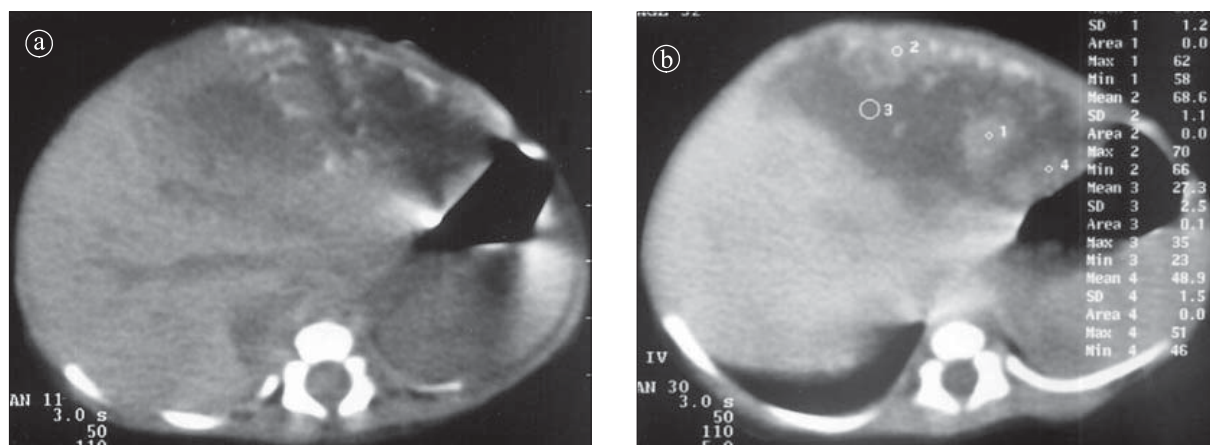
Hemangioendoteliom. Secțiune axială CT. a) precontrast b) postcontrast. Voluminoasă, masă tumorală cu zone calcificate, necrozată central și iodofilie periferică
